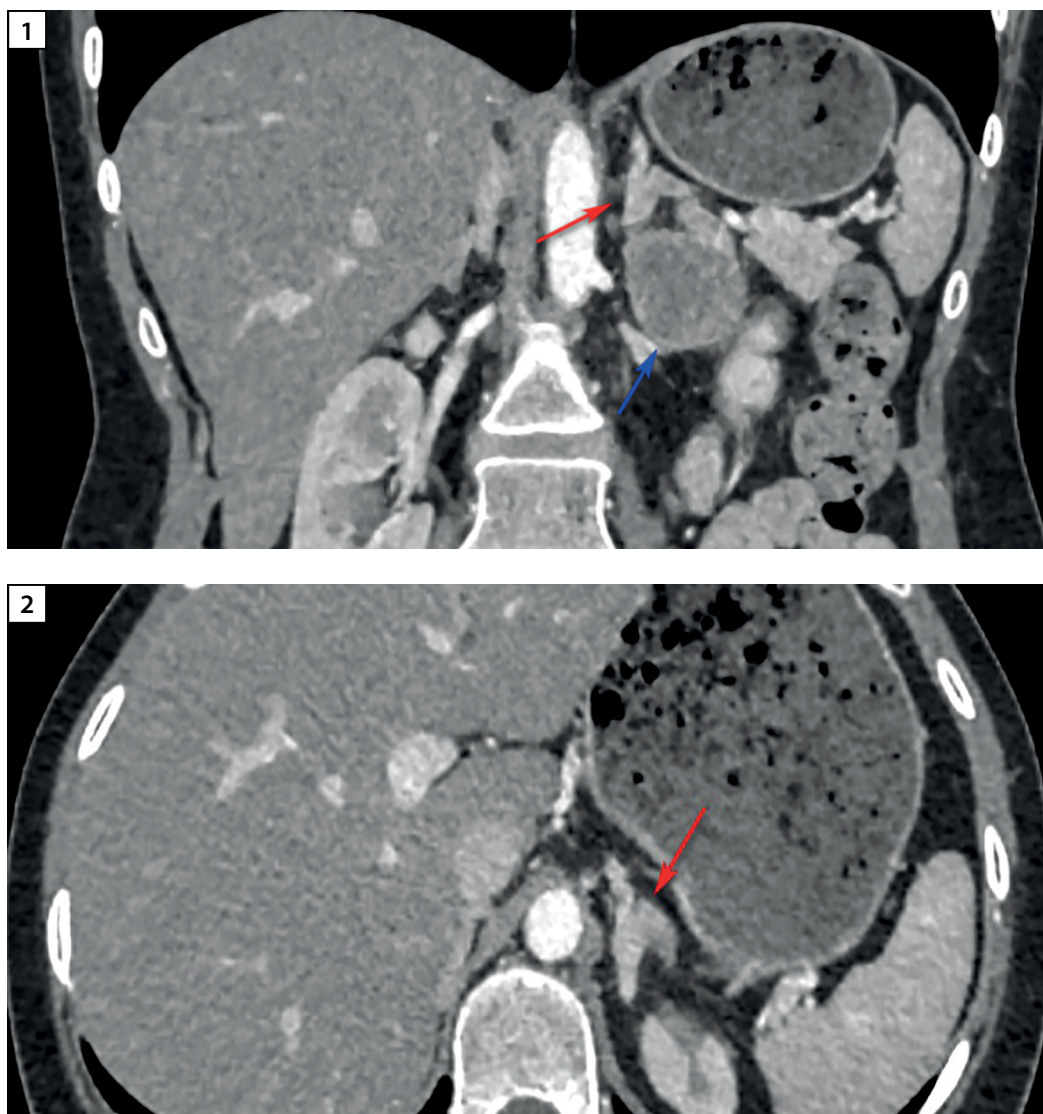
Визуализация левого надпочечника на МСКТ органов забрюшинного пространства: 1 — красная стрелка указывает на левый надпочечник, синяя стрелка — на опухолевое образование; 2 — красная стрелка указывает на левый надпочечник.
